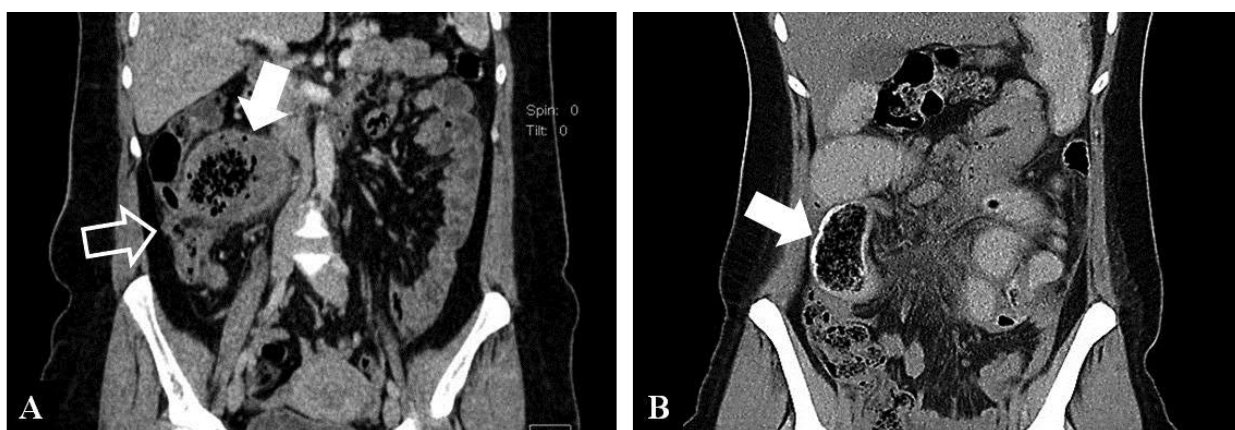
Diagnosticul CT al fistulei organelor digestive cavitare, cauzate de textilomul
